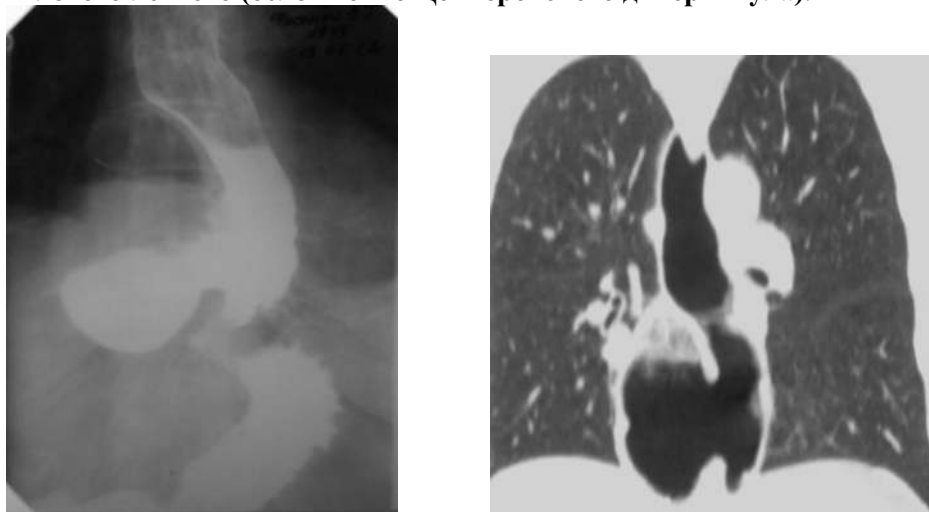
Эзофагогастрография и КТ ОГП: гигантский эпифренальный дивертикул
